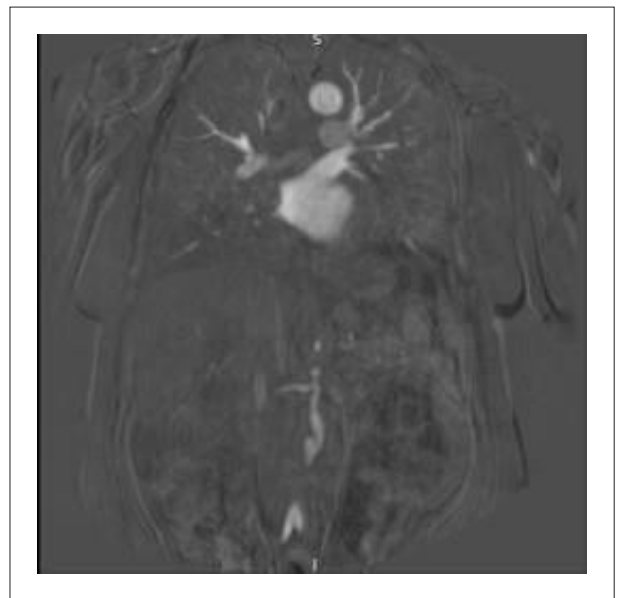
Angiorressonância magnética abdominal. Fonte: Arquivo pessoal do autor (2025).
